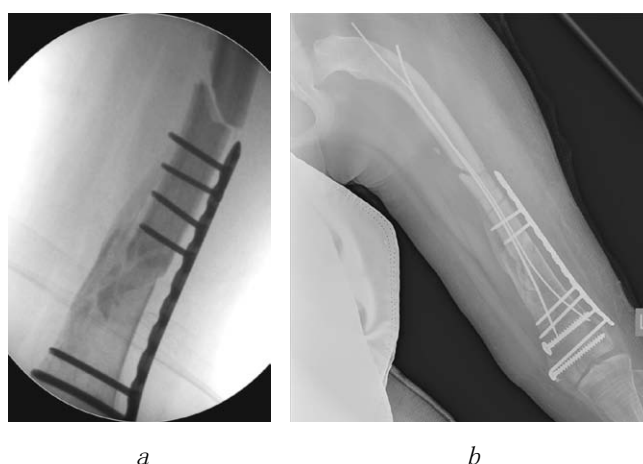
左股骨再植骨折，骨干远端三分之一未完全愈合，额状面（a）；术后左股骨X线片，额状面（b）
